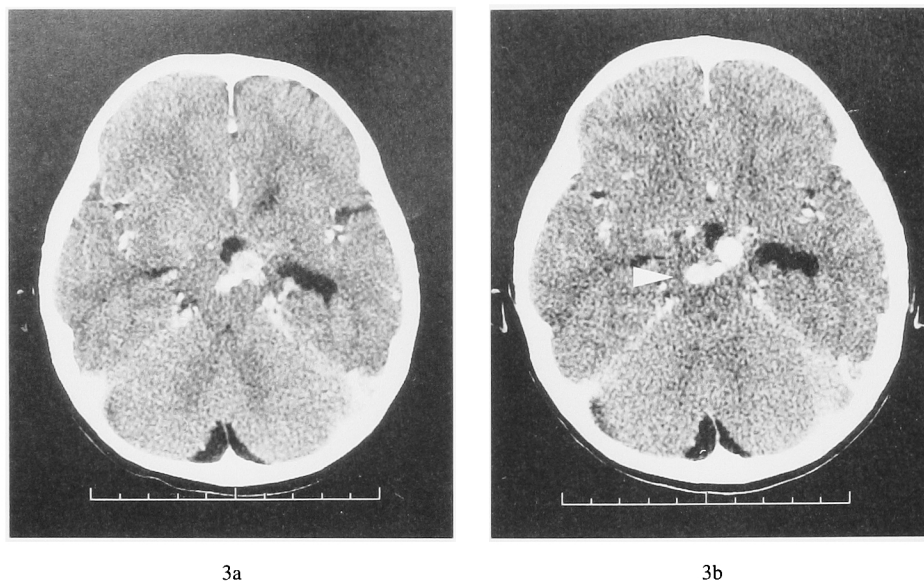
Intracranial tuberculoma in one-year-old boy. 3a: CT following five-month treatment with anti-tuberculosis medicines showing irregular calcified granuloma in the interpeduncular cistern. 3b: CT after three-month cessation of anti-tuberculosis medicines showing expansion of the calcified granuloma to the right midbrain tegmentum, accompanies low density areas indicating edema (white arrowhead). The right oculomotor nucleus may be involved in this lesion.
